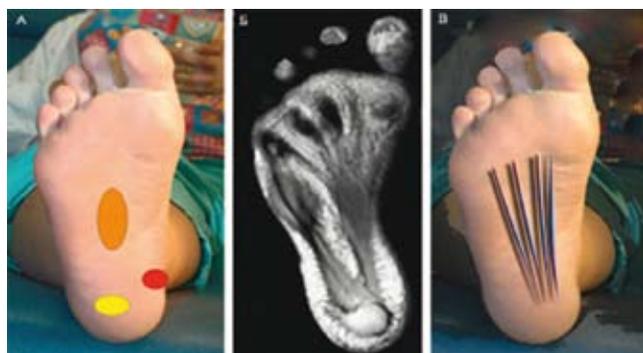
Плантарная фасция и локализация пяточной боли. А. При подошвенном фасциите болезненность может локализоваться по центру вдоль подошвенной фасции (оранжевый овал), по медиальной поверхности пяточной кости (красный круг), или непосредственно на подошвенной части пяточной кости (желтый овал). В. Анатомия подошвенной фасции на МРТ снимке. С. На рисунке изображены линии расположения подошвенной фасции относительно пяточной кости
